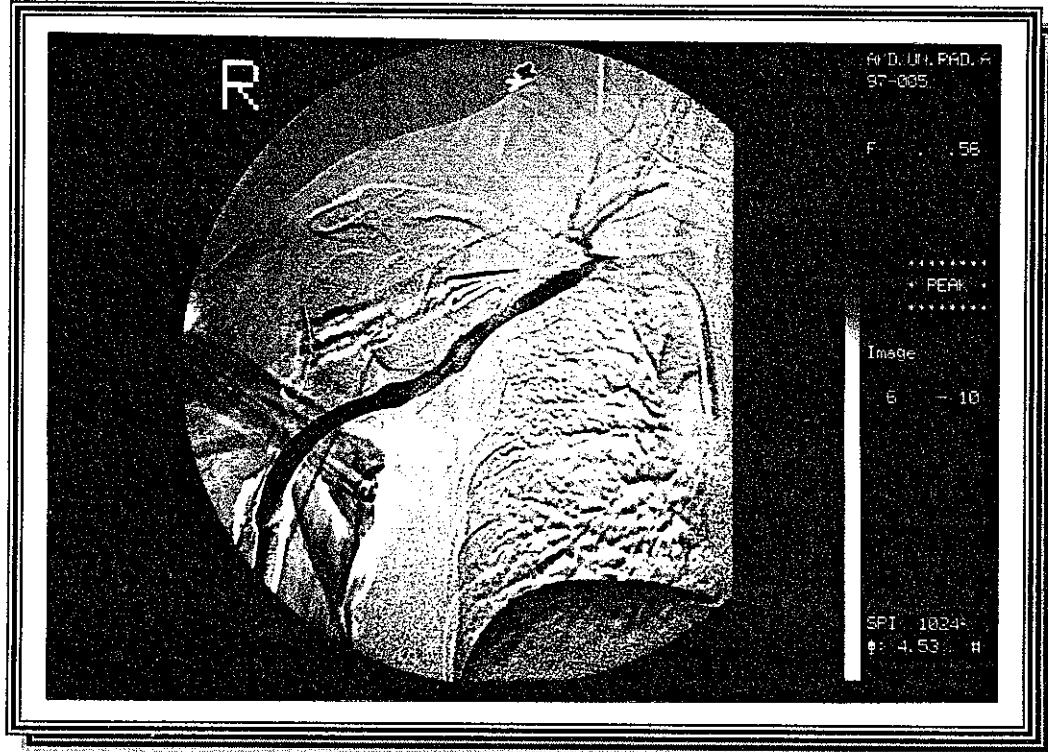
A, Dupleks Doppler US incelemede aksiller vende akım izlenmiyor. B, Venografide sağ aksiller vende oklüzyon ve zayıf kollateral dolum mevcut. Sefalik ven patent izleniyor.
